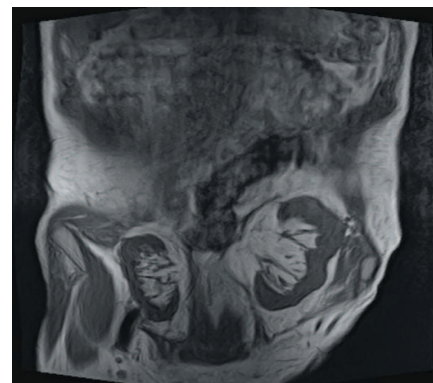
МРТ таза. Трансплантированные почки в подвздошных ямках. Правая – сморщенная, левая – с незначительными МР-признаками воспалительных изменений
